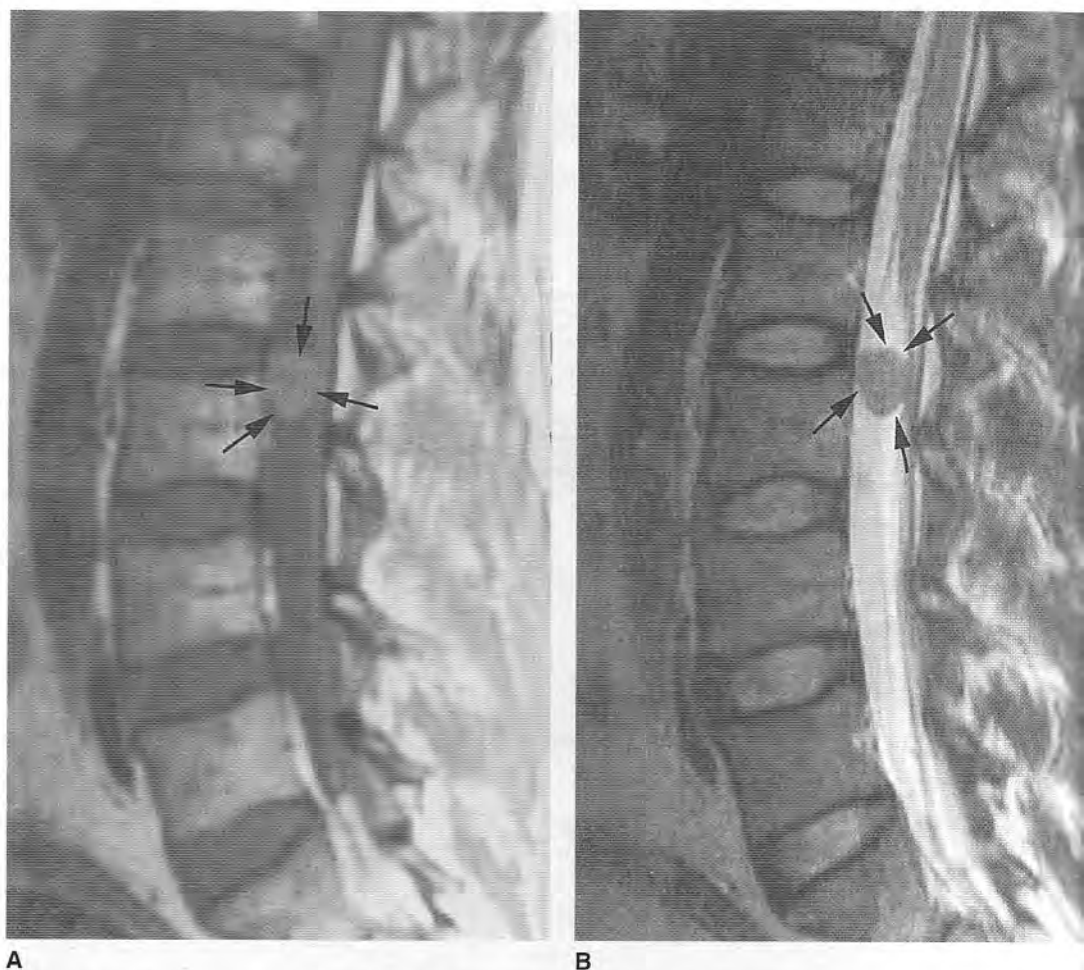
Meningioma intradural. RM sagital potenciada en T1 (A) y en T2 (B) que demuestra una masa nodular intradural en L2-L3. La masa tiene la misma intensidad que la médula espinal en ambas secuencias (flechas). (Continúa en la página 171)
